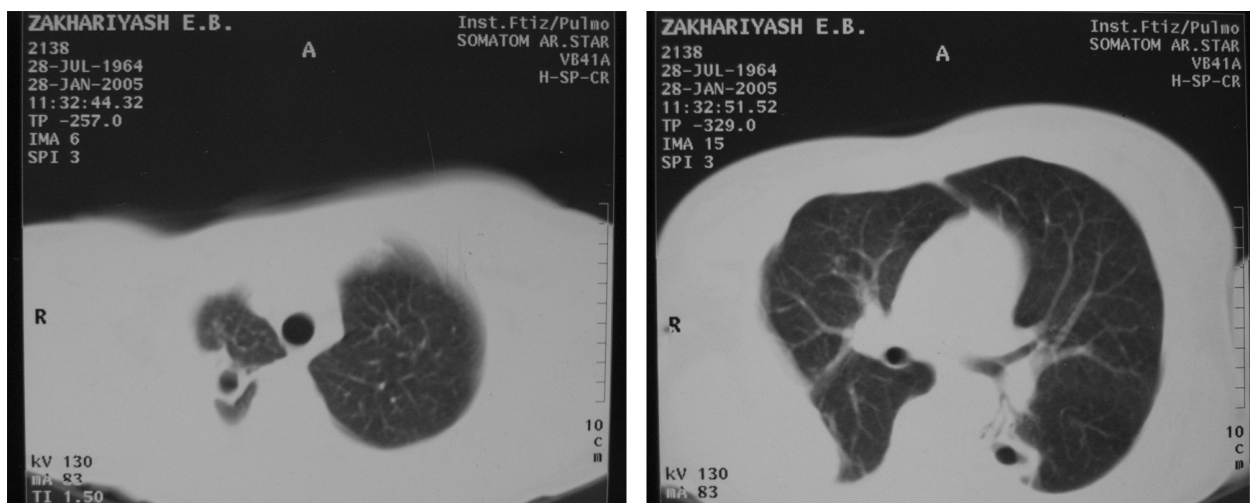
Комп'ютерна томограма хворої З. (№ іст. 2138) після I етапу оперативного лікування
